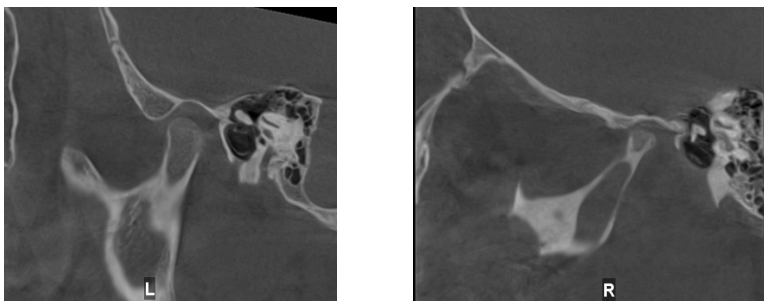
9 show the survey data of patient S. 9 years. The patient was examined on a cone-beam computed tomography scan of two jaws. Patient S. is at the stage of variable occlusion and impaired development of the maxillary area and temporomandibular joint on the right, asymmetry of the maxillofacial area, multiple carious cavities, delayed eruption of teeth. For detailed visualization and assessment of the anatomical structures of the temporomandibular joint, CPCT was performed in occlusion.
